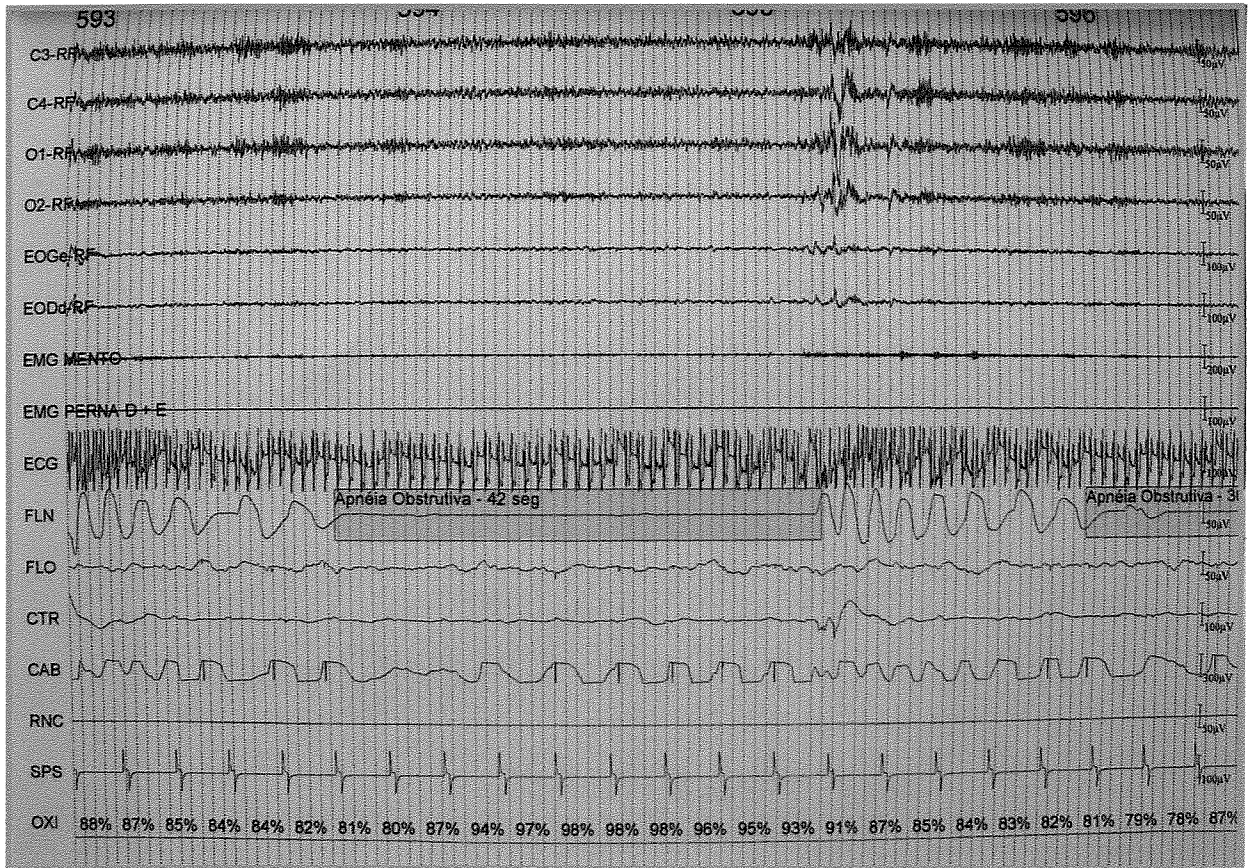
Registro Simultâneo de variáveis fisiológicas no Exame de Polissonografia
